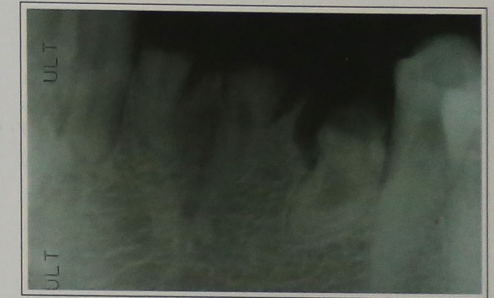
Radiografía panorámica y periapical de la zona.
